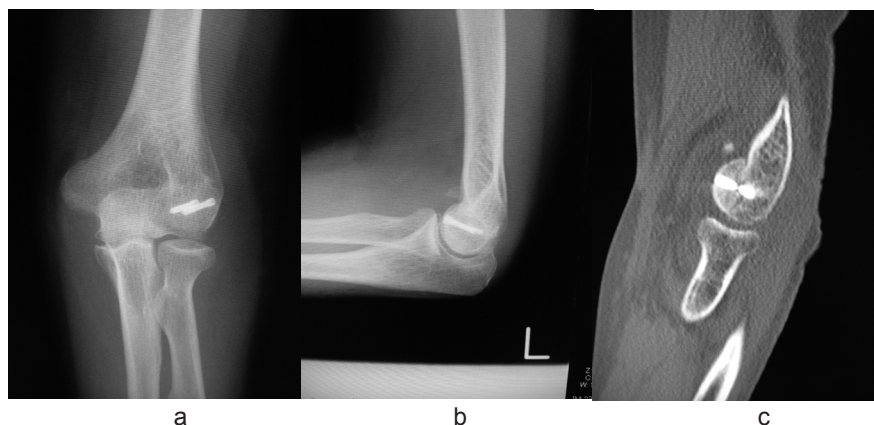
a,b: 術直後単純 X 線撮影 c: 術後 1 週時の単純 CT
